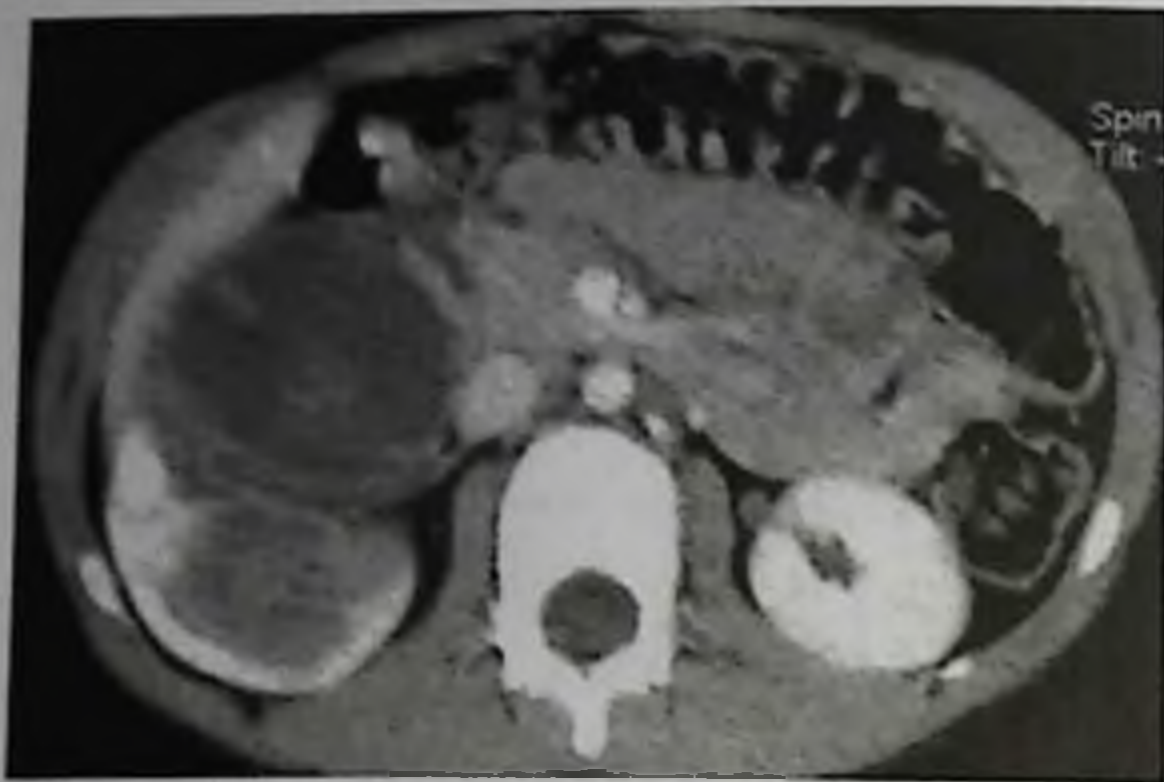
Опухоль Вильмса справа (компьютерная томография с контрастированием)
